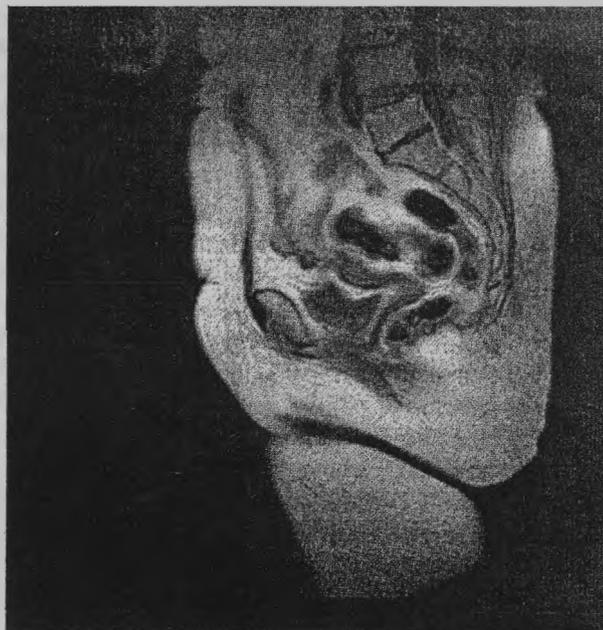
Срединная МРТ-грамма малого таза в сагитальной проекции без катетера.
